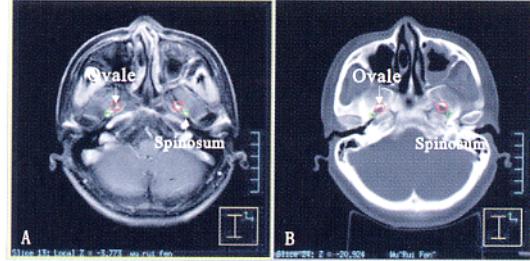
在 MRI/CT 配准上显示卵圆孔、棘孔
